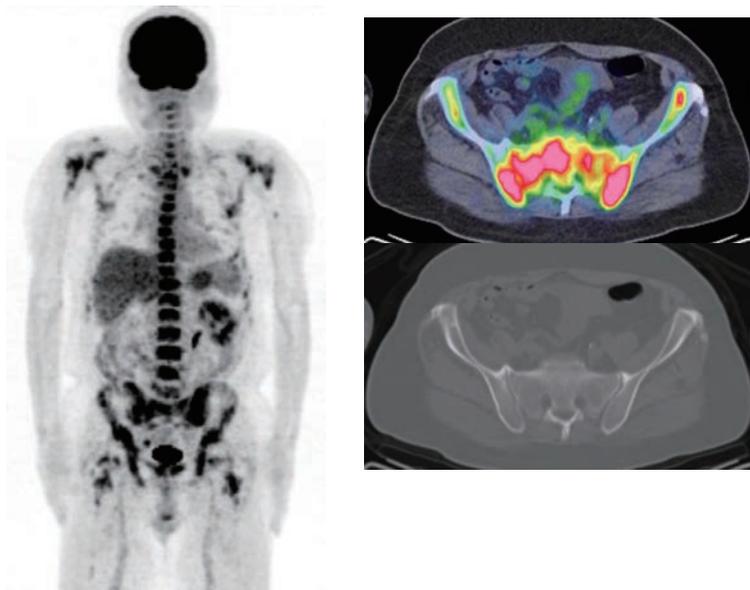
¹⁸F FDG-PET/CT(左:全身MIP像 右:Fusion像と単純CT)
